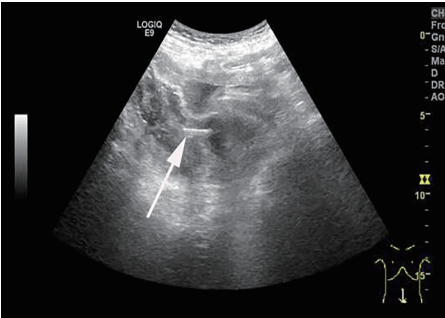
超声引导下经阴道穿刺活检术中图(箭头示活检针)
